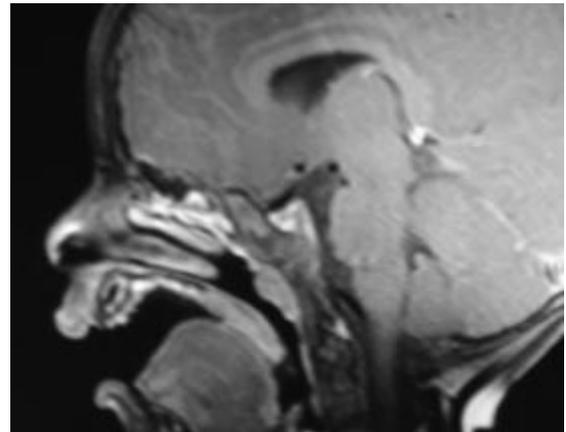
IRM de contrôle en séquence pondérée T1 après injection de gadolinium en coupe sagittale montrant une absence de récurrence tumorale.
